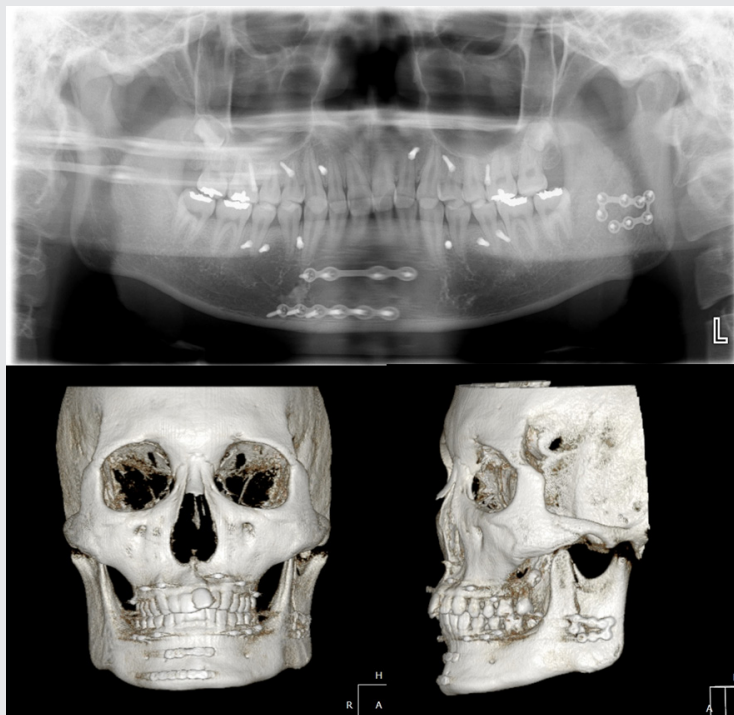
전신마취 하 하악 정중부 및 좌측 하악지 수직 골절에 대하여 구강내 절개를 통한 관혈적 정복술 및 소강판(mini-plate)를 사용한 내고정술을 시행하였다. 술 후 약간고정 및 개구 운동 등의 재발을 돕는 고무줄 착용을 위해 상하악 치간부에 SAS(skeletal anchorage system) screw를 식립하였다. (위) 술 후 파노라마. (아래) Cone beam CT. 술 후 양호한 정복 양상 및 수술에 사용한 Screw와 miniplate의 위치를 확인할 수 있다.
